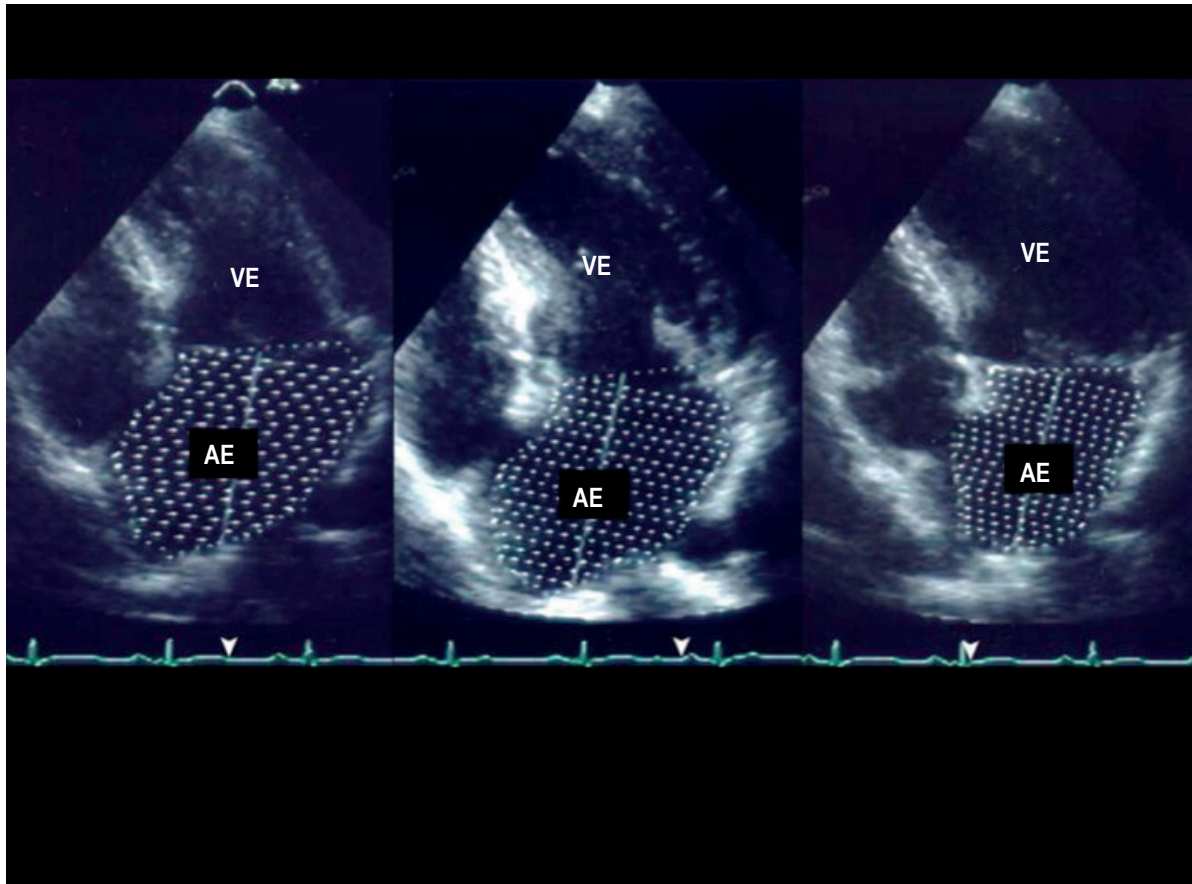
Corte apical 4 câmaras mostrando a medidas dos volumes máximo, pré A e mínimo do átrio esquerdo. AE: átrio esquerdo; VE: ventrículo esquerdo.
